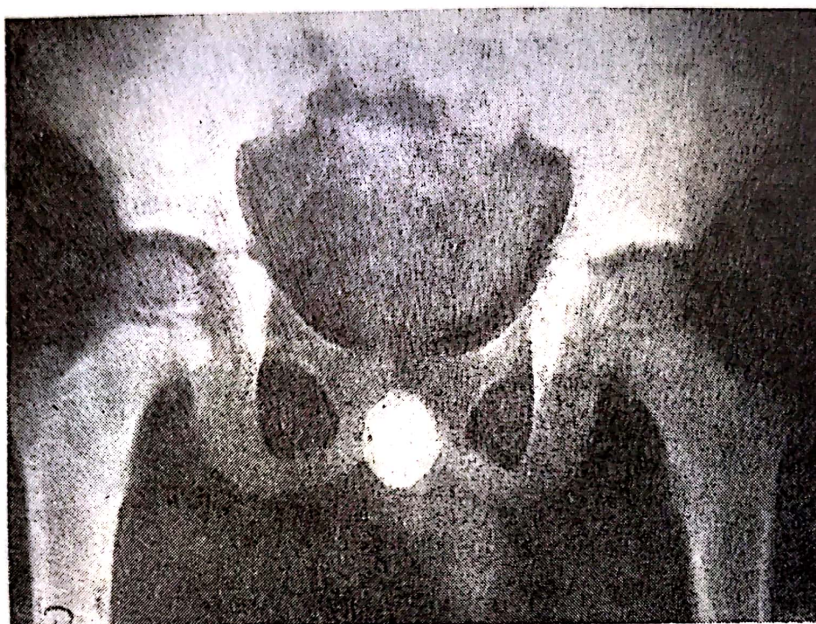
Radiografie de bazin : voluminos calcul radioopac în uretra posterioară la un copil cu valvă uretrală.
